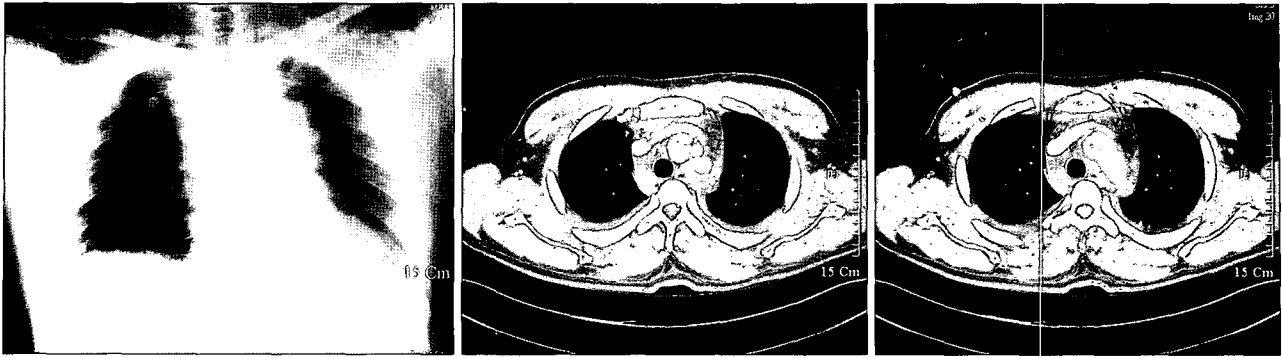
Initial chest X-ray and chest CT.
